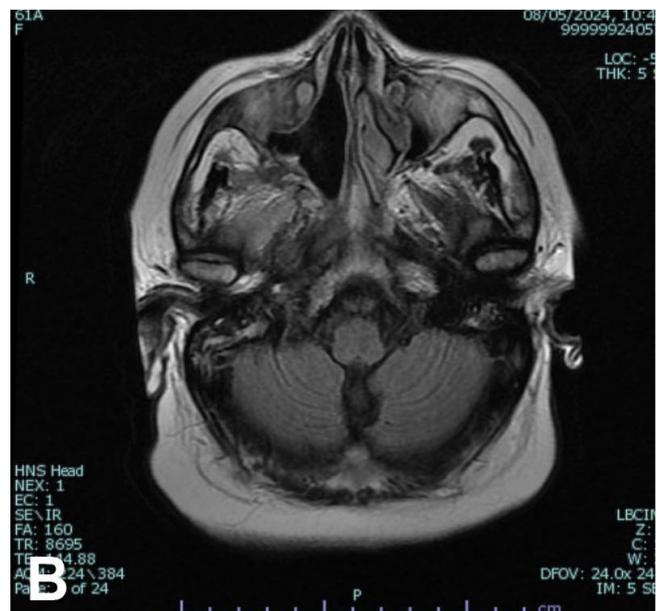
A: Resonancia magnética en corte coronal donde se observa exeresis de seno maxilar y turbinectomía derecha. B. Resonancia magnética en corte axial donde se observa exeresis de seno maxilar y turbinectomía derecha.
